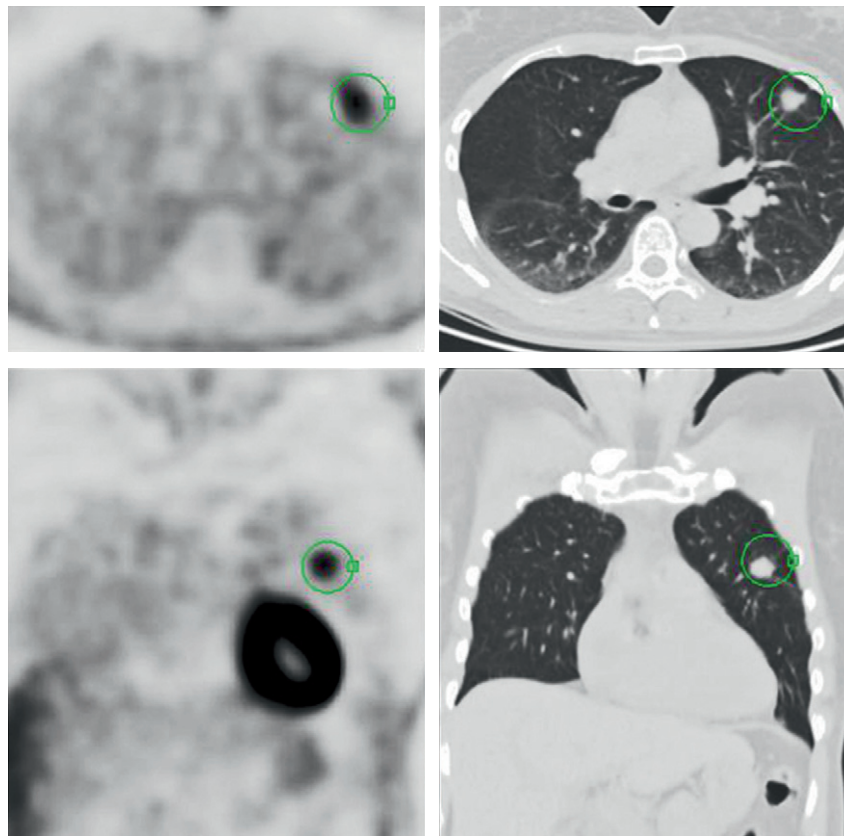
PET-scan avec vues axiales et frontales dans le cadre du bilan d'un nodule.
